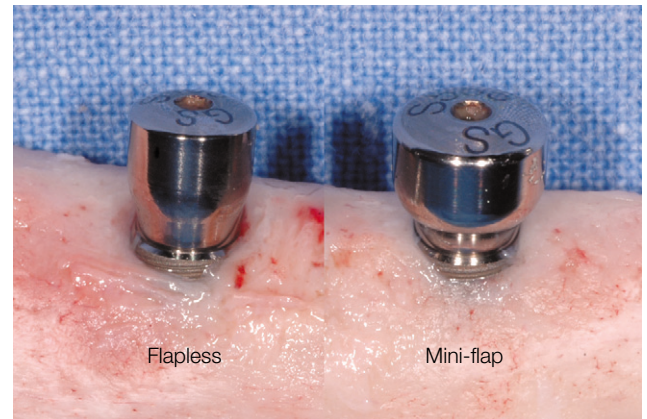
Flapless와 mini-flap 술식으로 임플란트 식립 후 골소실량 비교. Flapless 방법과 mini-flap 방법으로 임플란트를 식립 직후, 이차 수술 시행 후 2개월 후 방사선 사진으로 두 방법은 같은 치조골 높이를 보였다.
